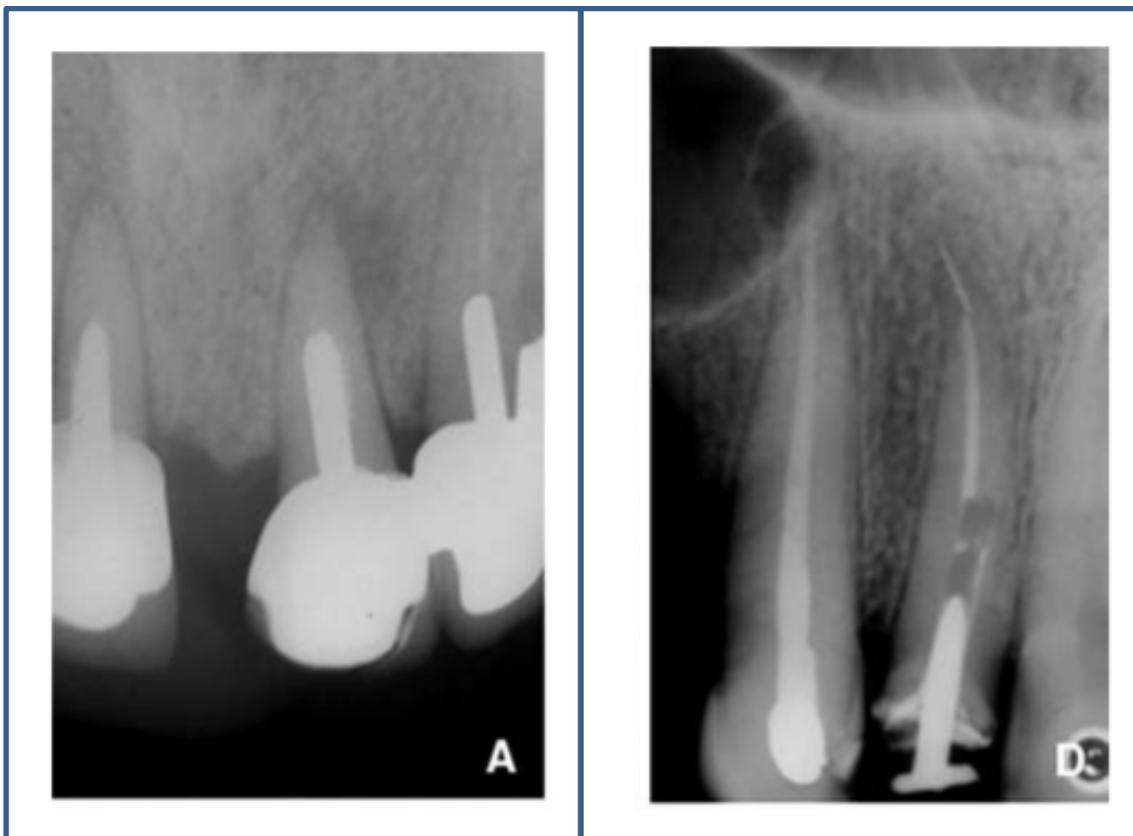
Sur la radiographie A, pour entreprendre le retraitement par voie orthograde, il est nécessaire de déposer le bridge, les tenons sont cylindriques et longs, l'indication de chirurgie apicale se pose.
